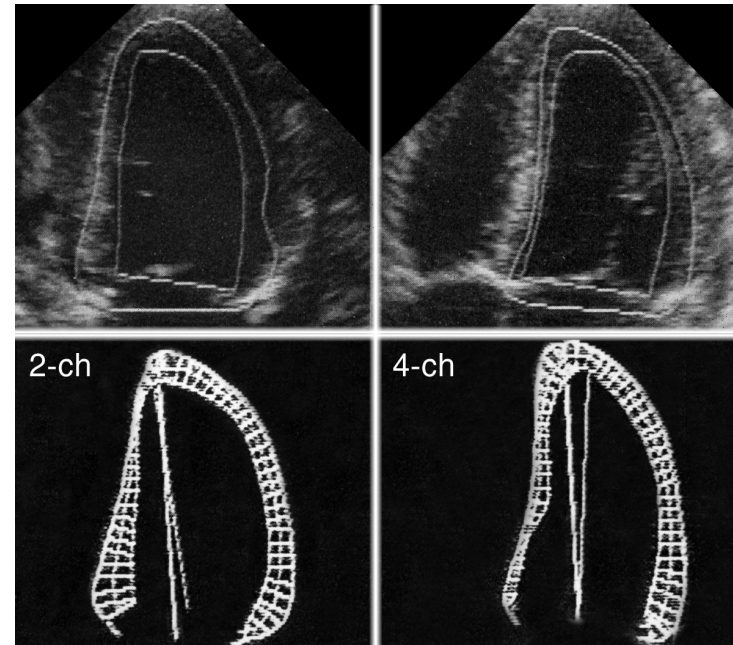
Компьютерная обработка изображений левого желудочка. Вверху: наложение систолического контура на диастолический в двух- (2-ch) и четырехкамерной (4-ch) позициях. Внизу: сопоставление диастолического контура с систолическим для количественного анализа локальной сократимости левого желудочка. По поводу того, как следует сопоставлять контуры желудочка, единого мнения нет. В данном случае оператор предпочел не совмещать длинные оси желудочка в систолу и диастолу, но совместить центр масс каждого из контуров. Автоматические методы анализа локальной сократимости надо использовать с большой осторожностью, так как диагностическая ценность их до конца не ясна. В приведенном примере рассчитаны также масса миокарда левого желудочка по модели усеченного эллипсоида, фракция выброса по алгоритму площадь—длина в каждой из позиций, конечно-диастолический объем и фракция выброса по методу дисков. Масса миокарда левого желудочка оказалась повышенной — 220 г. Значения фракции выброса левого желудочка (в норме она равна 60%) существенно различались в зависимости от взятой для расчета позиции (61% для двухкамерной и 46% для четырехкамерной). Эти различия объясняются гипокинезией левого желудочка перегородочной локализации. При использовании более точного метода дисков фракция выброса оказалась равной 55%. Конечно-диастолический объем левого желудочка увеличен (147 мл), однако площадь поверхности тела равна $1,93 \text{ м}^2$, поэтому индекс конечно-диастолического объема левого желудочка (76 мл/м^2) не превысил верхнюю границу нормы. Schiller NB. Two-dimensional echocardiographic determination of left ventricular volume, systolic function, and mass. Summary and discussion of the 1989 recommendations of the American Society of Echocardiography. *Circulation* 84 (Suppl 3):280, 1991.
